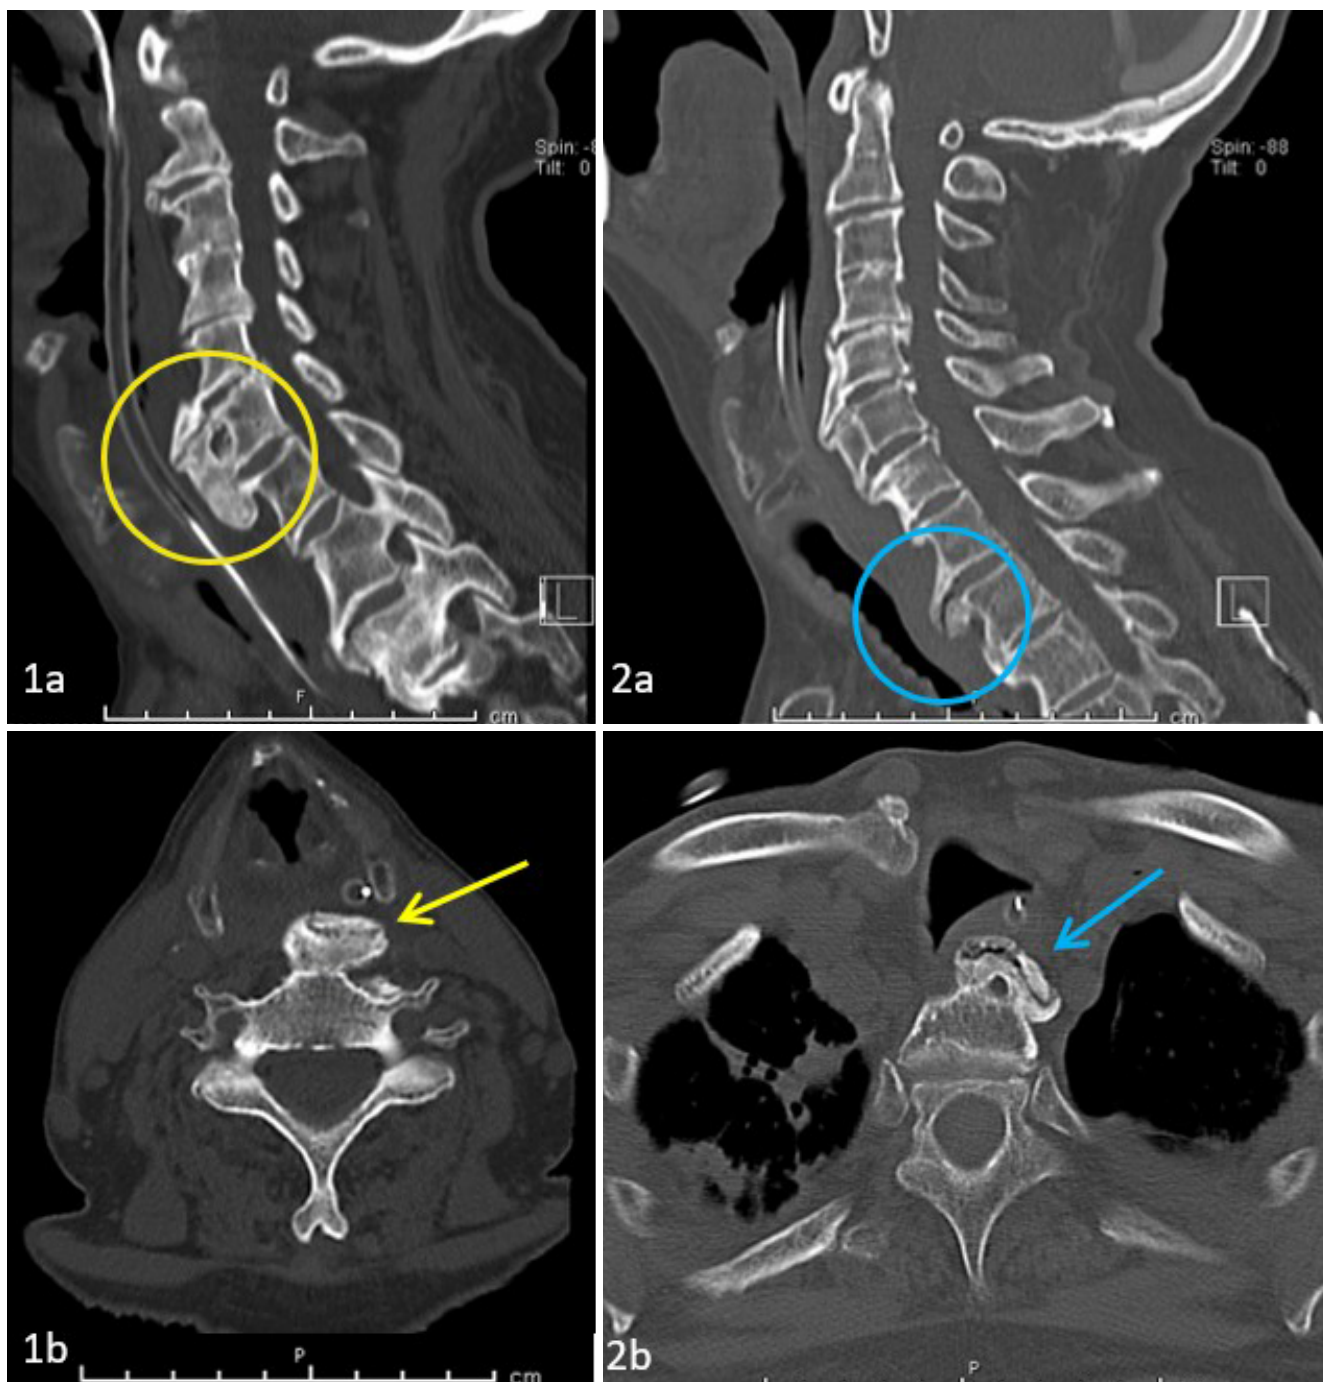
Tomografia computadorizada de pescoço, cortes sagital (a) e axial (b): osteófitos cervicais anteriores comprimindo a parede posterior da hipofaringe e esôfago, os mais volumosos em C5-C6 (1) e T1-T2 (2).
